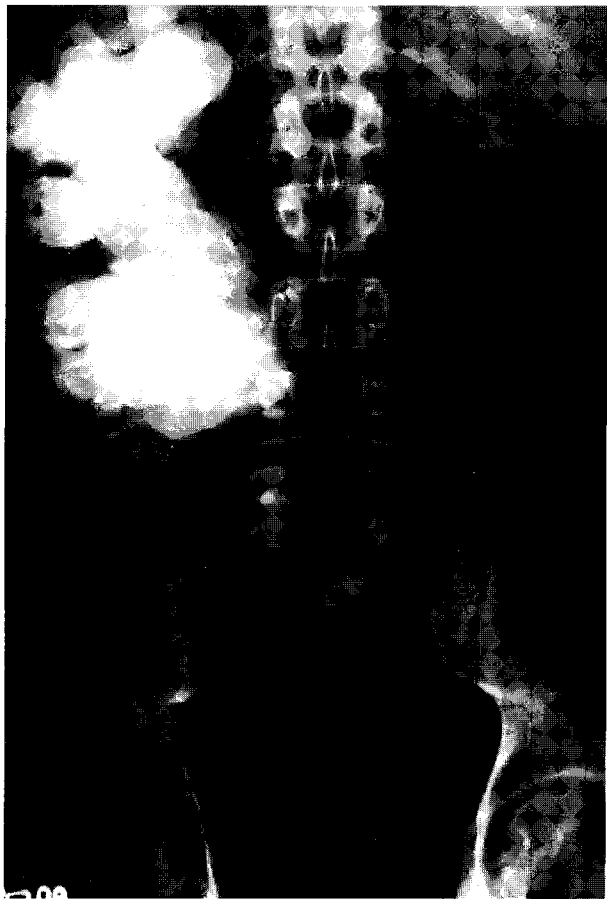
Radiografía simple de abdomen: imagen radiopaca en topografía de riñón derecho que diseñaba el sistema colector renal
